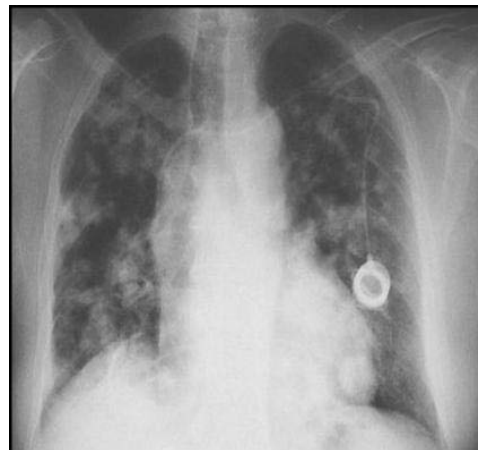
Radiographie du thorax montrant une image en lâcher de ballon chez un patient de notre étude.
